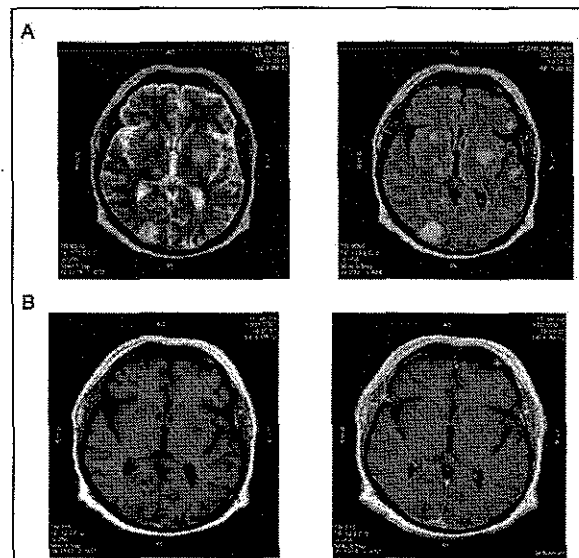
A. IRM cérébrale (coupes transversales au même niveau) en T2 (à gauche) et en flair (à droite). Multiples lésions globalement arrondies, mesurant entre 5 et 20 mm de diamètre, hyper-intenses en T2 et en flair. B. IRM cérébrale (coupes transversales au même niveau) en T1 (à gauche) et T1 post-gadolinium (à droite). Les lésions sont hypo-intenses en T1. Discret rehaussement en anneau de la lésion capsulo-lenticulaire gauche. Pas d'effet de masse.
